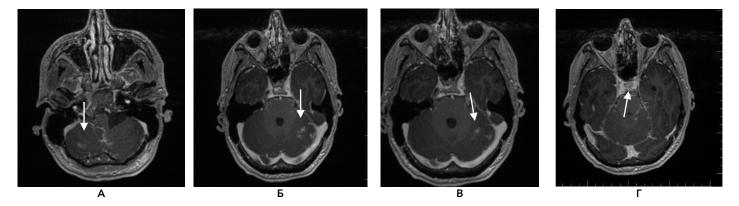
МРТ головного мозга с контрастным усилением, аксиальный срез, режим T1GE. Стрелками указано накопление контрастного препарата в структурах головного мозга
